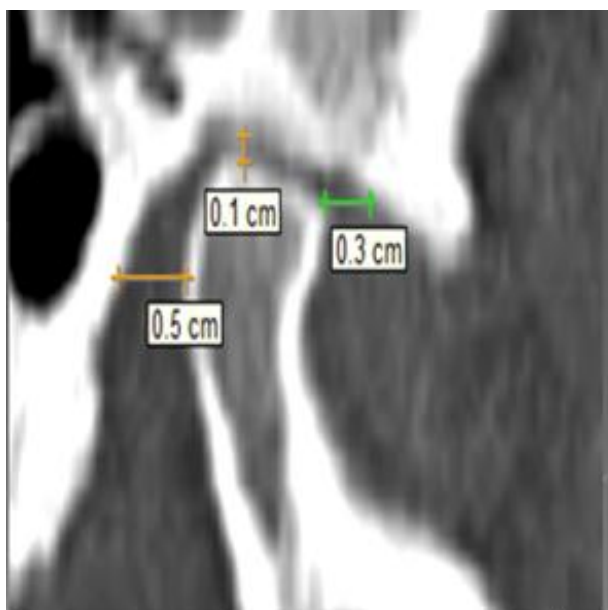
Б-й С. 46, лет. КТ-изображение ВНЧС в сагиттальной плоскости. Патологическое сужение суставной щели. Ширина суставной щели измерена в 3-х местах: спереди, сзади и в проекции вершины головки мыщелка. Патологическое сужение суставной щели ВНЧС.
